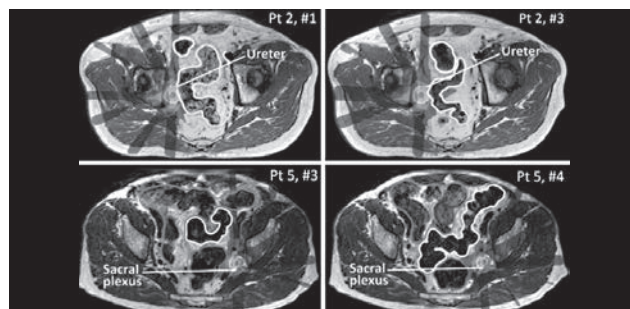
骨盤リンパ節転移に対するMRIイメージガイド下オンライン・アダプティブ治療計画結果¹⁾
